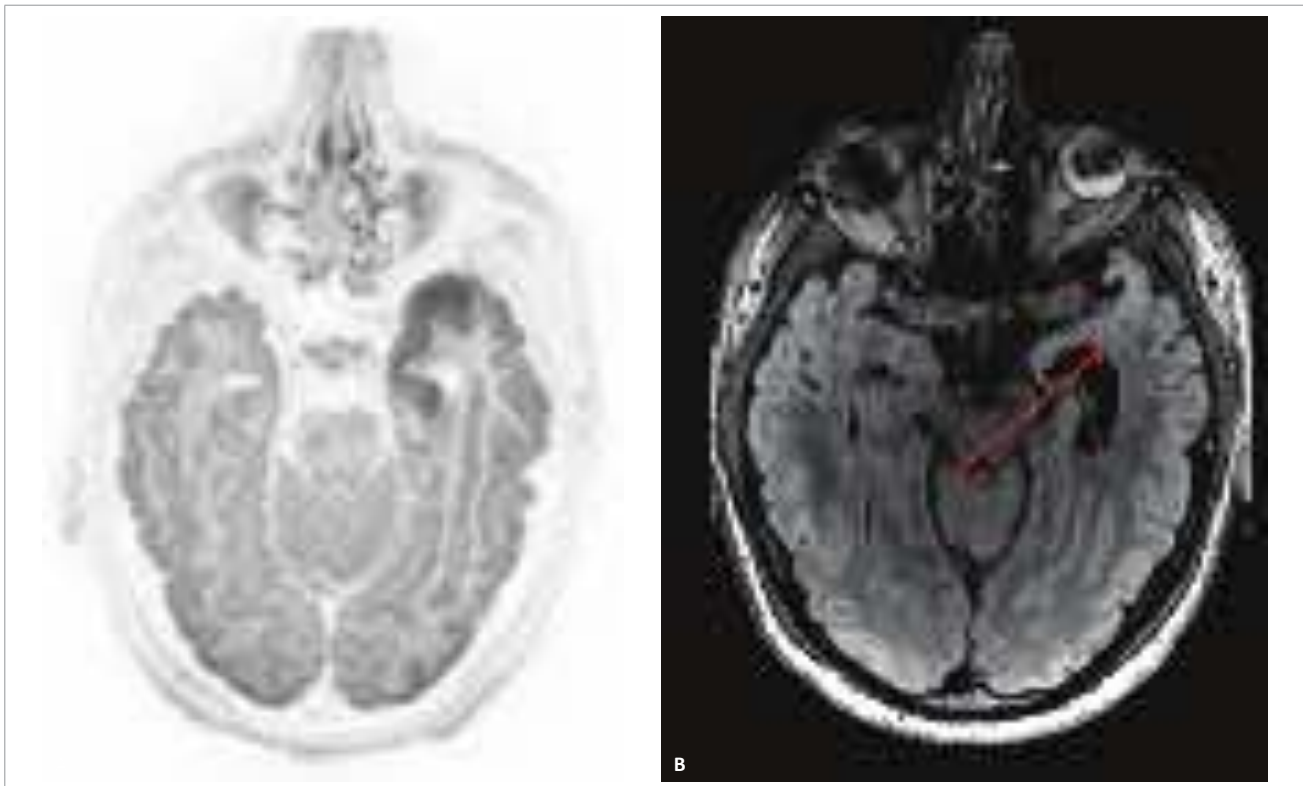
Encefalite herpética. (A) Estudo por RM com encefalite acometendo o lobo temporal esquerdo na fase aguda. (B) Imagem sequelar após nove meses.
